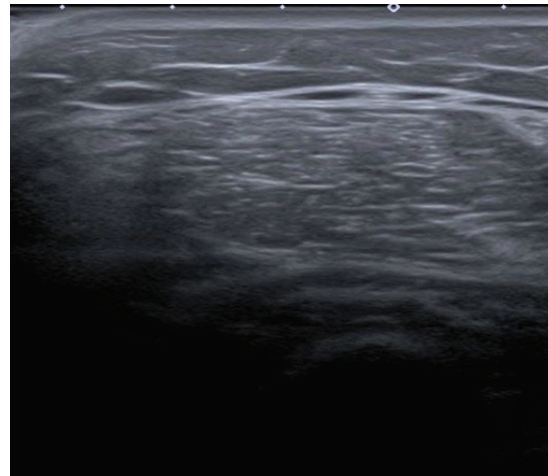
Ultrasound examination of the left quadriceps muscle of patient B
